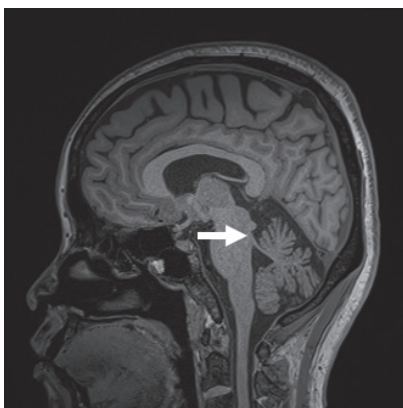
Brain MRI, Mild superior cerebellar atrophy, otherwise unremarkable
